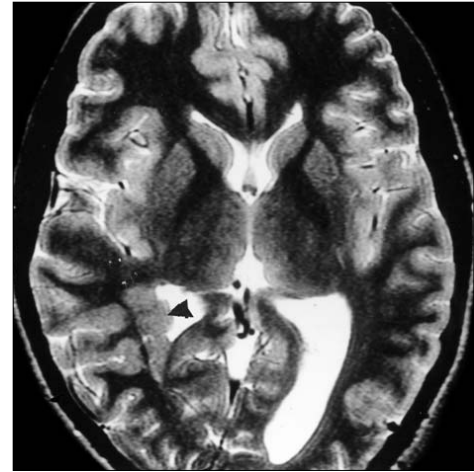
Paciente de 22 años con crisis parciales esporádicas pese al tratamiento, con inteligencia y desarrollo psicomotor normales, sin anomalías externas. En el corte coronal de la RM tridimensional se observa una leve hipoplasia del hemisferio cerebral derecho, especialmente a expensas de la zona parietooccipital, así como una heterotopía subcortical que amputa el cuerno occipital del ventrículo lateral derecho (punta de flecha).
